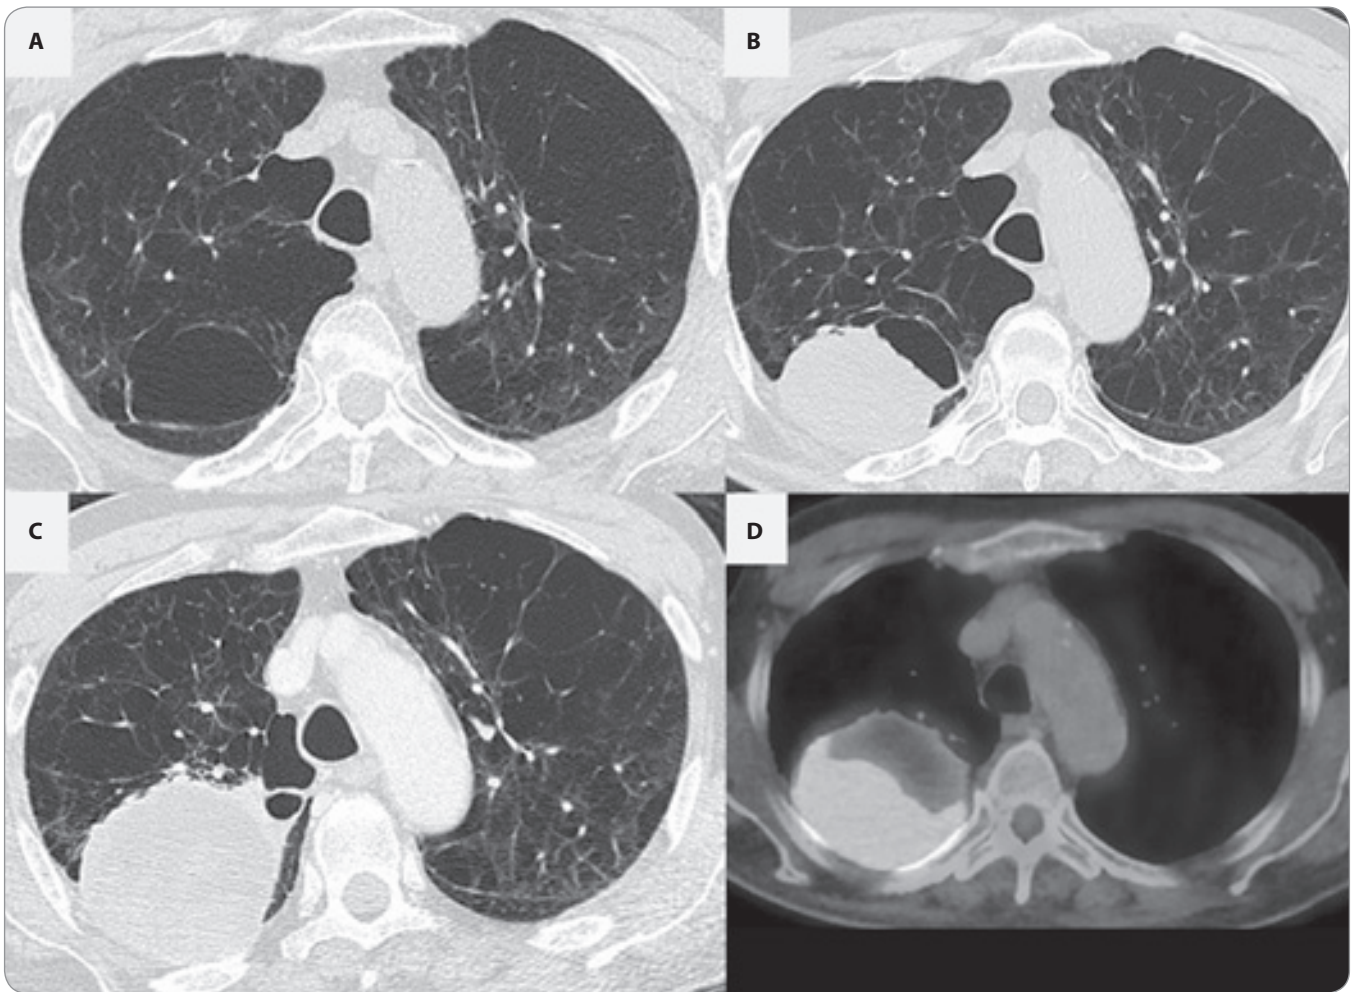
A CT scan taken 12 months before the nodule of the right lung was discovered showed no nodule in the right upper lobe of the lung (A). CT scan taken 9 weeks after the nodule revealed a mass measuring 89 × 60 mm in the upper right lobe that was presumably arising from the cyst wall (B). Further growth of the tumor was observed in a CT scan taken 11 weeks after the nodule was discovered (C).
